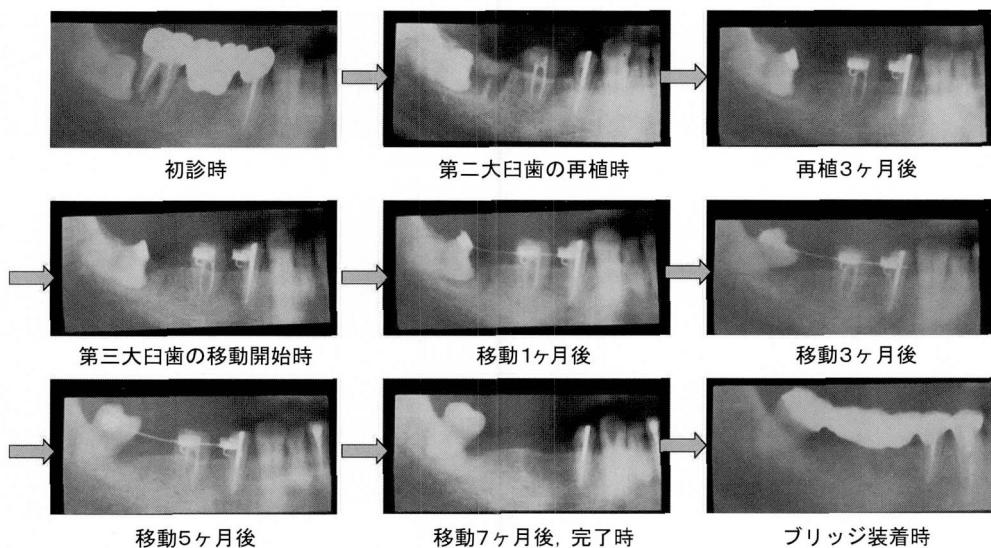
第二大臼歯の再植と第三大臼歯の移動に関するX線写真上の変化
